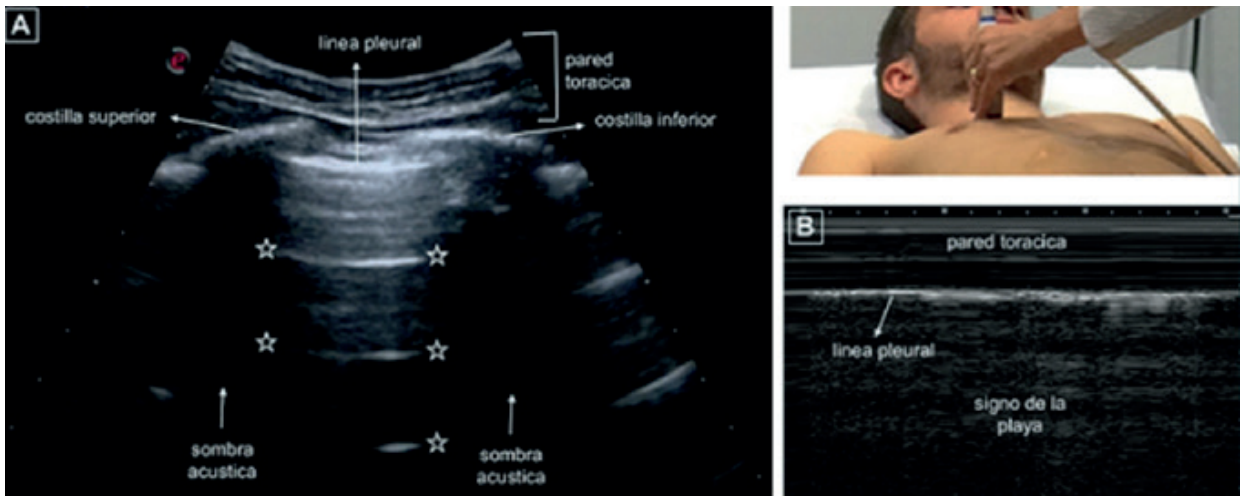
Recuadro A. Se evidencia signo de murciélago: costillas superior e inferior y sus sombras acústicas generadas por la ausencia del paso del ultrasonido por debajo de las costillas, 0,5 cm por debajo de las imágenes costales una línea hiperecótica representa la pleura parietal y visceral. Estrellas: líneas A. Recuadro B. Signo de la playa: en la parte superior, la pared torácica formada por líneas horizontales paralelas (el mar); y en la parte inferior, desde la pleura, de aspecto granulado como arena de playa.
